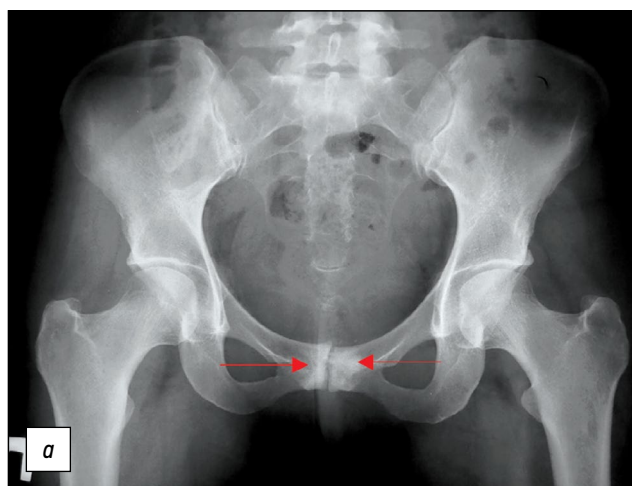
Пациентка Г., 39 лет. На рентгенограммах видны признаки узурации лонного сочленения. *a* — переднезадняя проекция, *b* — каудальная проекция, *c* — краниальная проекция.
